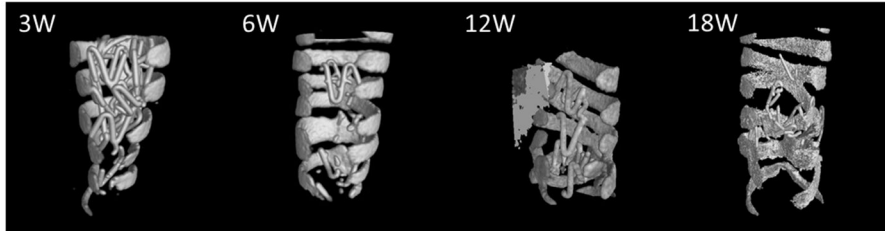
ラット気管内に留置した Mg 合金製気管ステント (黄矢頭) の μ CT 画像
